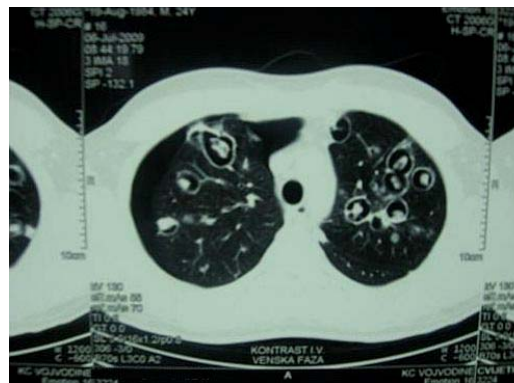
Chest CT scan showed a number of cavitations with fluid levels and numerous nodular consolidation of the lung parenchyma
